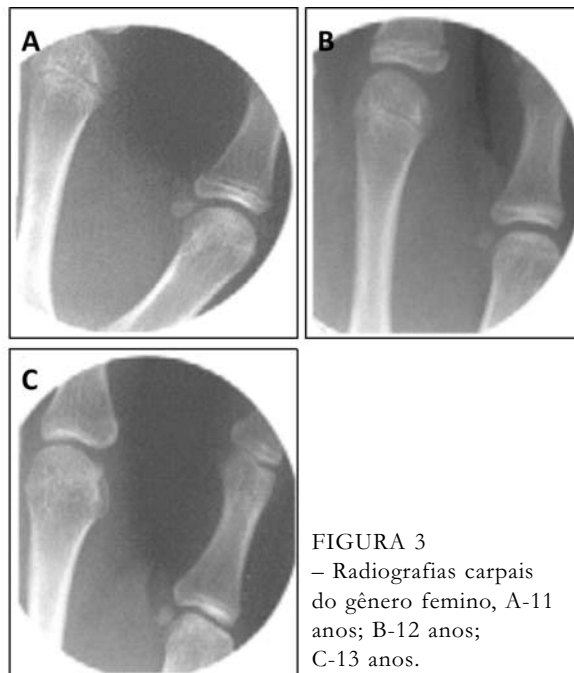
Radiografias carpais do gênero feminino, A-11 anos; B-12 anos; C-13 anos.
